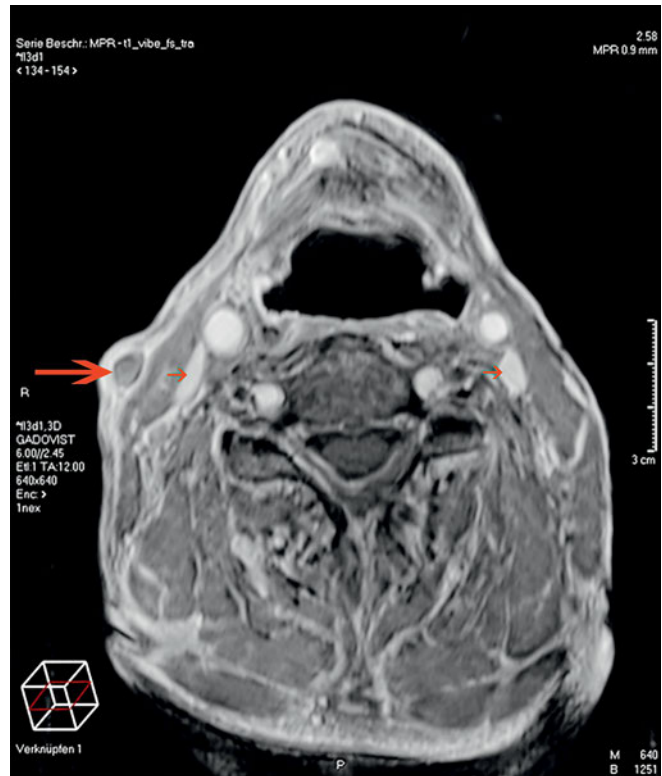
Image IRM 3D axiale avec contraste renforcé (T1 Gd). Absence d'opacification de la lumière de la VJ externe droite, distension du vaisseau et enrichissement d'aspect inflammatoire au niveau de la paroi vasculaire (grande flèche). Les VJI (petites flèches) sont ouvertes des deux côtés.
